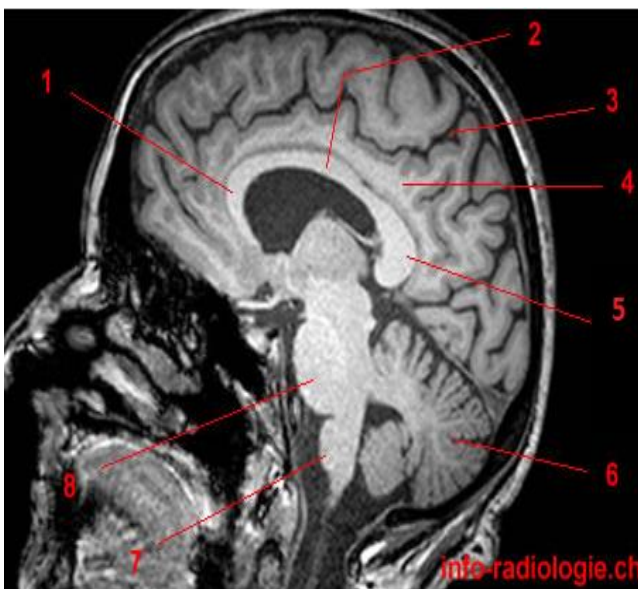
Anatomie IRM du cerveau, coupe axiale, T1.1, Genou du corps calleux. 2, Tronc du corps calleux. 3, Sillon du cingulum (pars marginal). 4, Gyrus cingulaire. 5, Splénium du corps calleux. 6, Cervelet. 7, Bulbe rachidien (moelle allongée). 8, Pont
